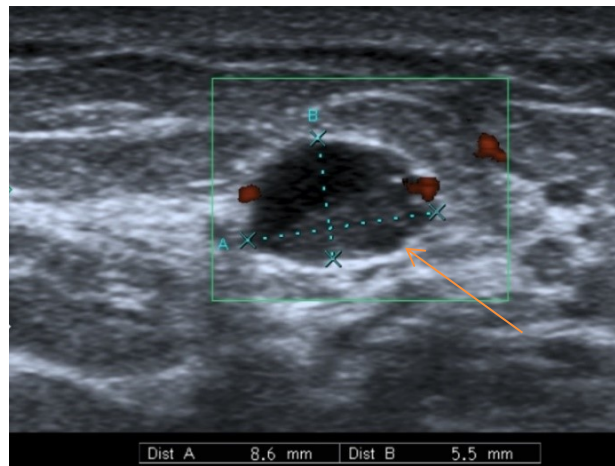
УЗИ правой молочной железы в В-режиме
